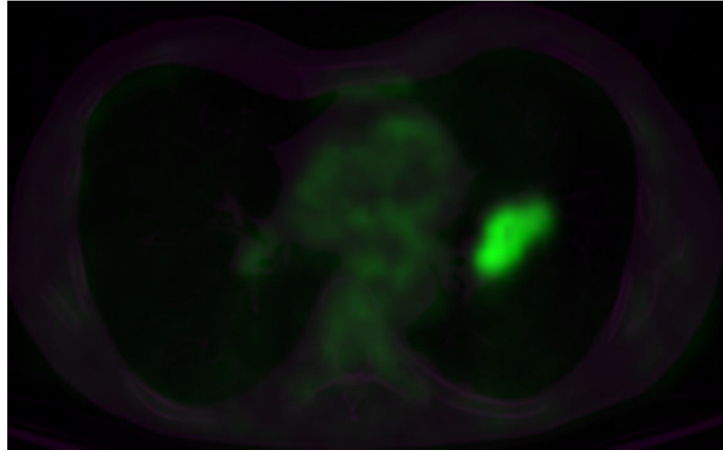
Ön işlem sonrası BT ve PET görüntüsü.
